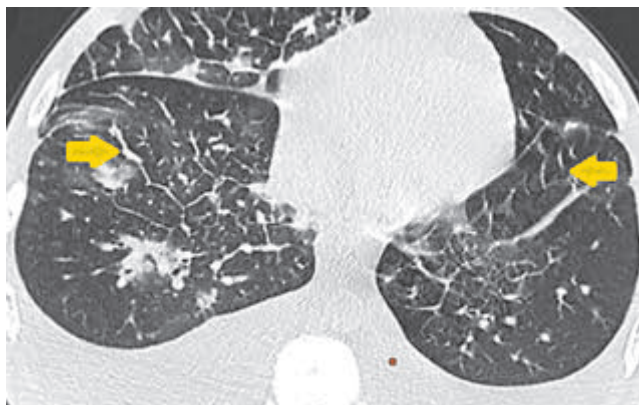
КТ органов грудной клетки. Аксиальная плоскость, нативная фаза, легочный режим — диффузное утолщение междольковых перегородок
